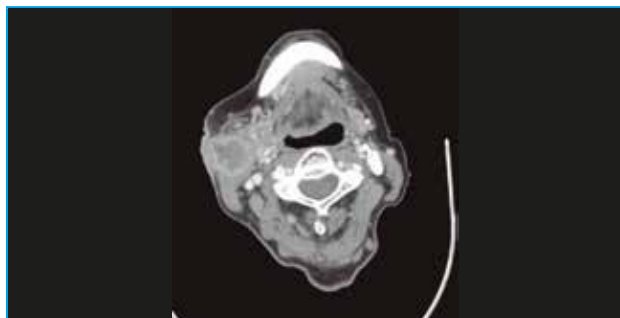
TC axial. Adenopatía derecha mayor de 6 cm con signos de ECE infiltrando músculo esternocleidomastoideo y piel. Cuello N3.
